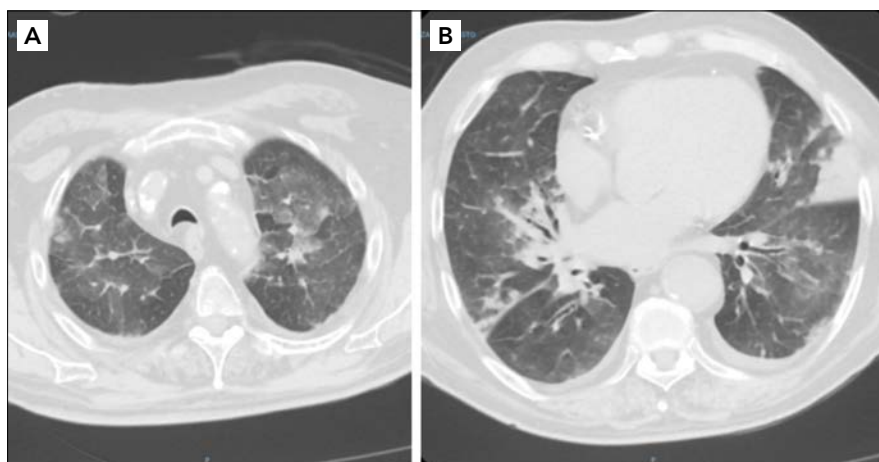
TC di aprile 2020 effettuata d'urgenza che mostra quadro di polmonite interstiziale.
